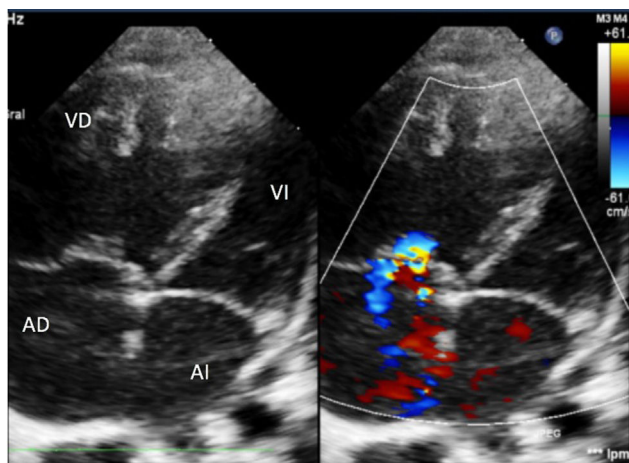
Ecocardiografía. Eje de 4 cámaras. Cavidades derechas dilatadas con tabique interventricular desviado hacia la izquierda. Insuficiencia tricuspídea moderada con gradiente de 60 mmHg que permite estimar una PAP aproximada de 70 mmHg. Septo interauricular con foramen oval permeable de 5 mm. Válvulas de morfología normal.
